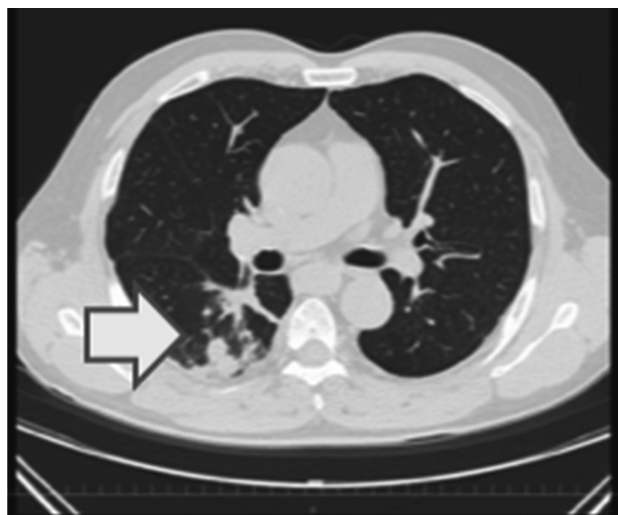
Chest CT image shows multiple nodules on the staple line at the prior metastasectomy site.
